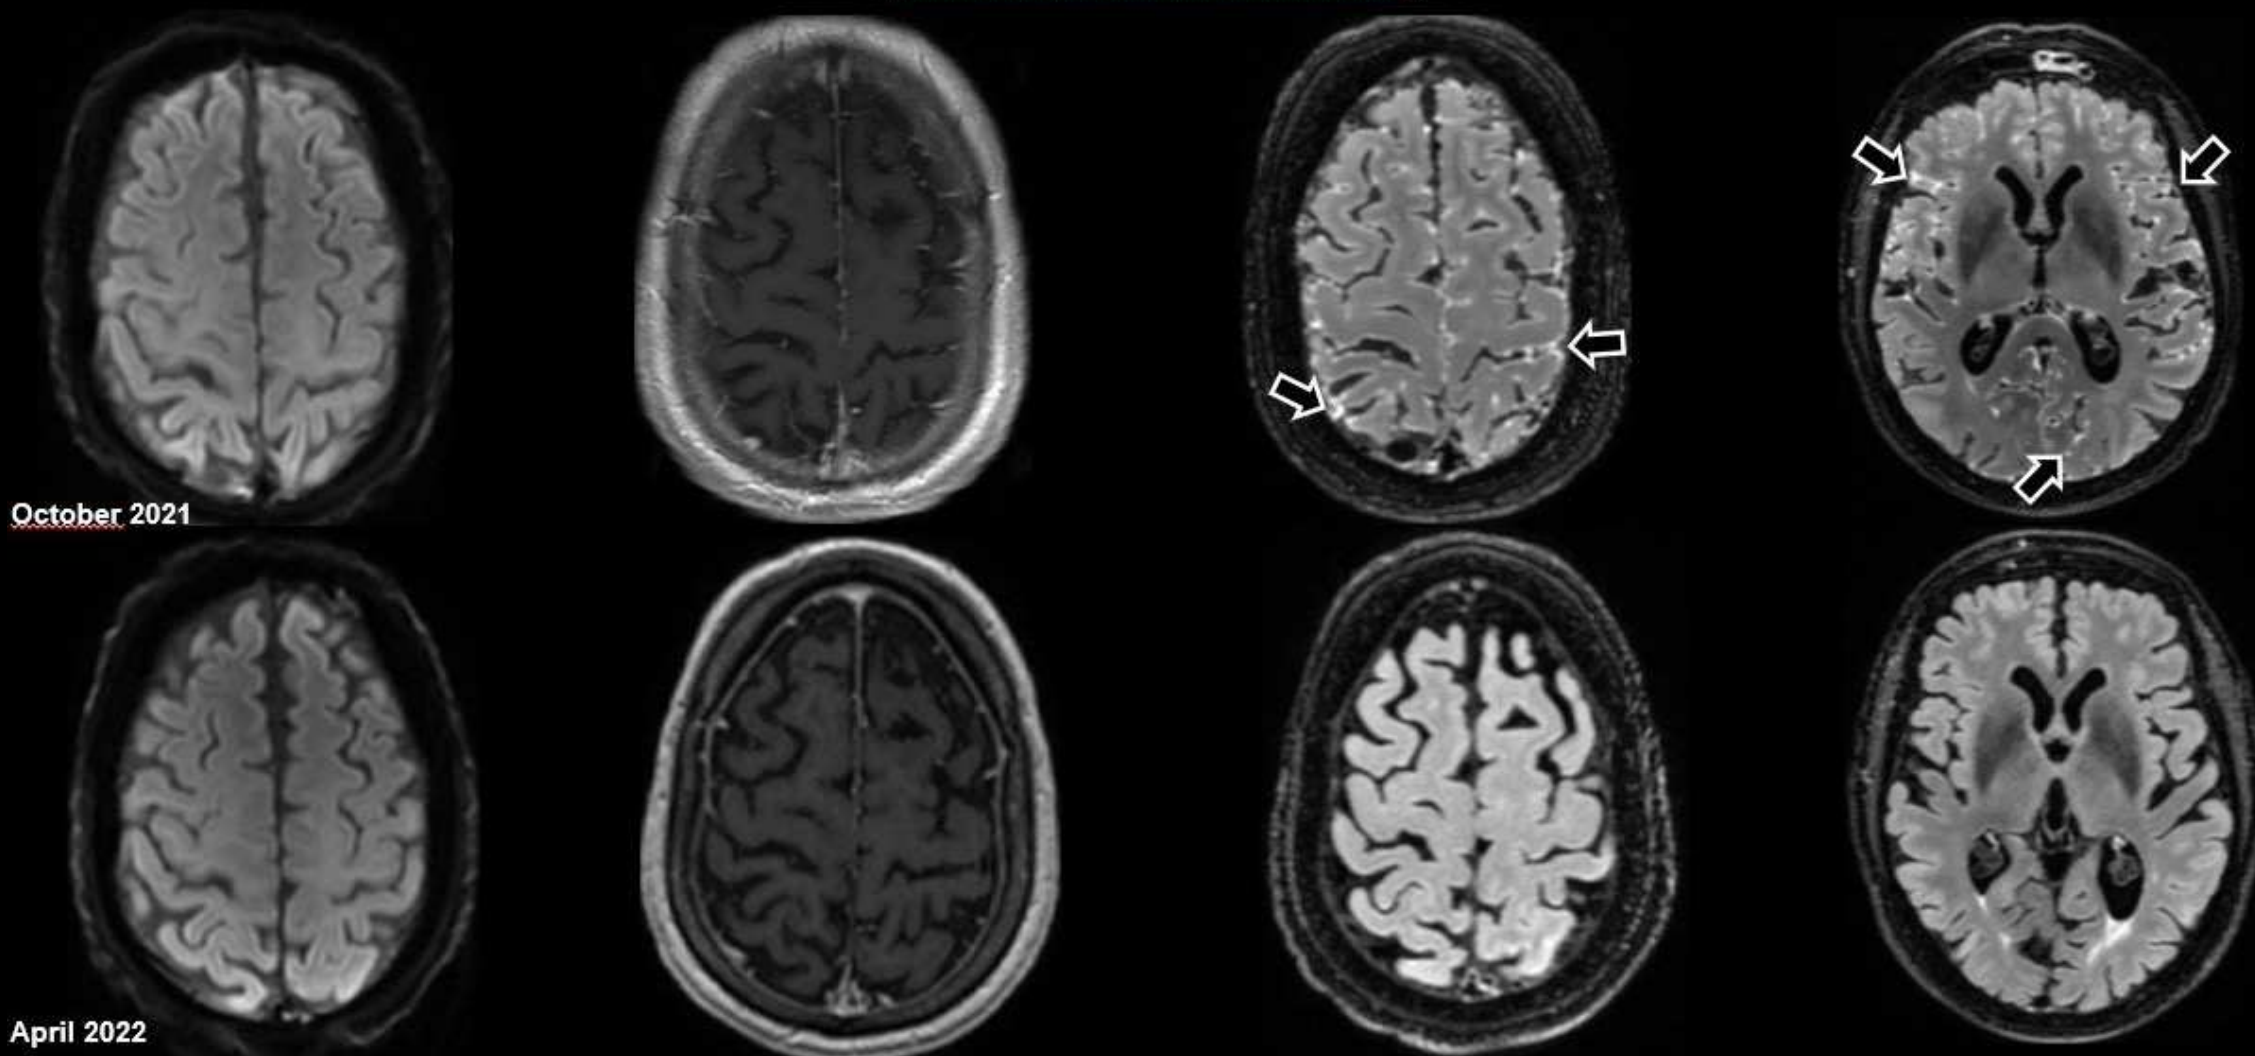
Paciente con melanoma estadio IV en tratamiento sistémico con nivolumab, que presenta temblor, torpeza motora e inestabilidad de la marcha. Se muestran imágenes axiales de RM correspondientes al 21 de octubre de 2021 y estudio de seguimiento del 27 de abril de 2022.
